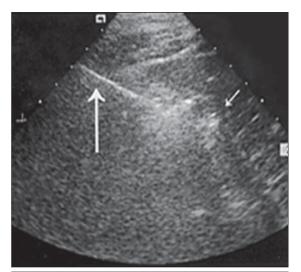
Чрескожный доступ под контролем: a- ультразвукового датчика; δ - компьютерной томографии
